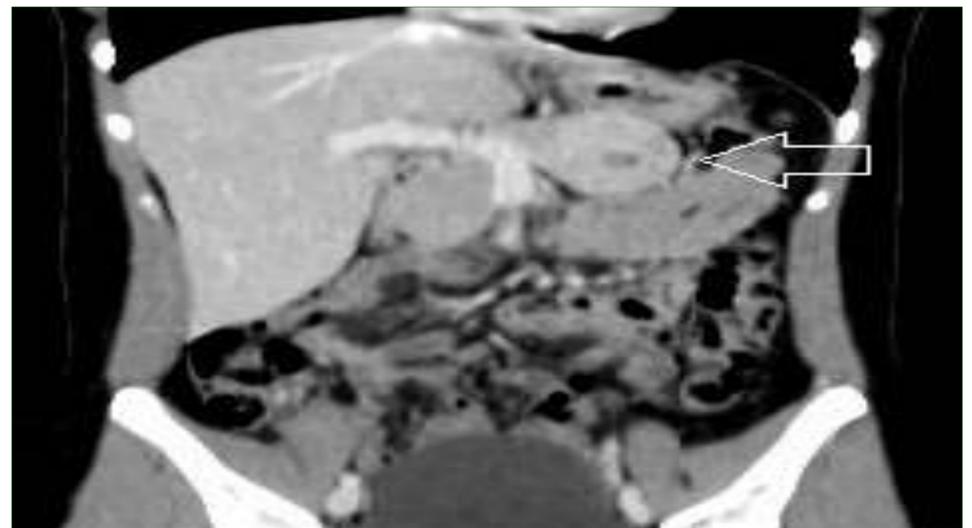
Tomografia computadorizada de abdome superior com lesão sólido-cística em cauda pancreática ao corte coronal
